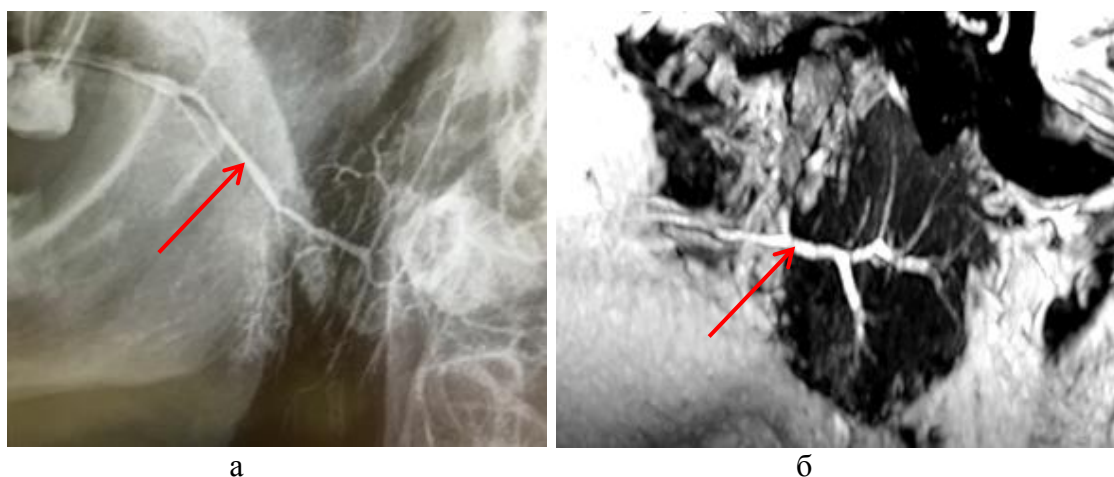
Пациент С. 26 лет. Норма: а – рентгенологическая сиалограмма околоушной слюнной железы; б – МР-сиалограмма околоушной слюнной железы после стимуляции слюноотделения аскорбиновой кислотой с obturацией устья протока. Режим FIESTA. Сагиттальная проекция (стрелка указывает на протоки)
